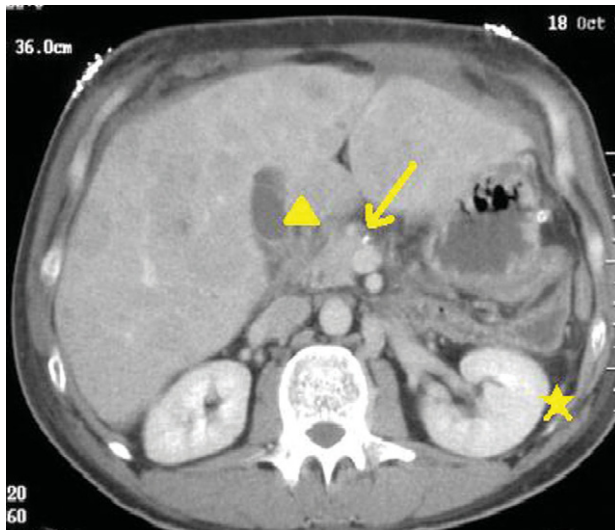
Punta de flecha: cabeza de páncreas; flecha: línea de sutura; estrella: ausencia de bazo. Tomografía computarizada helicoidal posterior a cirugía (fase venosa): se aprecian cambios pos-pancreatoesplenectomía distal. Metástasis hepáticas múltiples.
